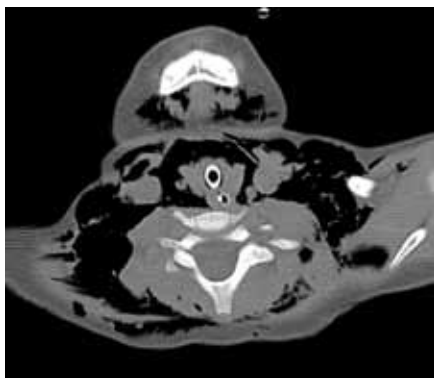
Computertomographie mit deutlichem Hautemphysem auch im Halsbereich.
